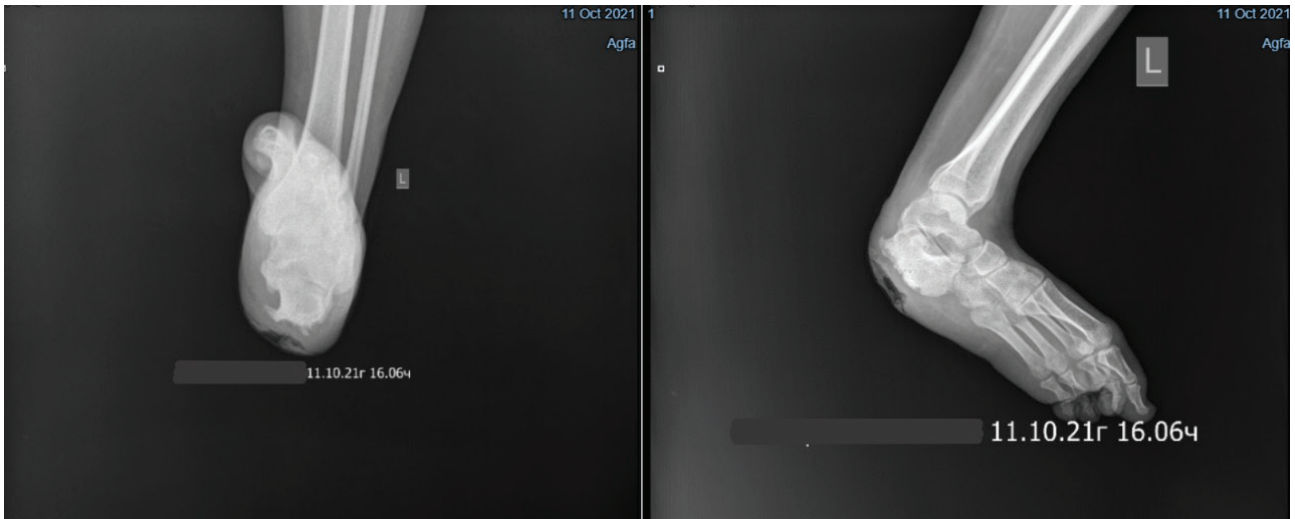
Рентгенограммы левой стопы
